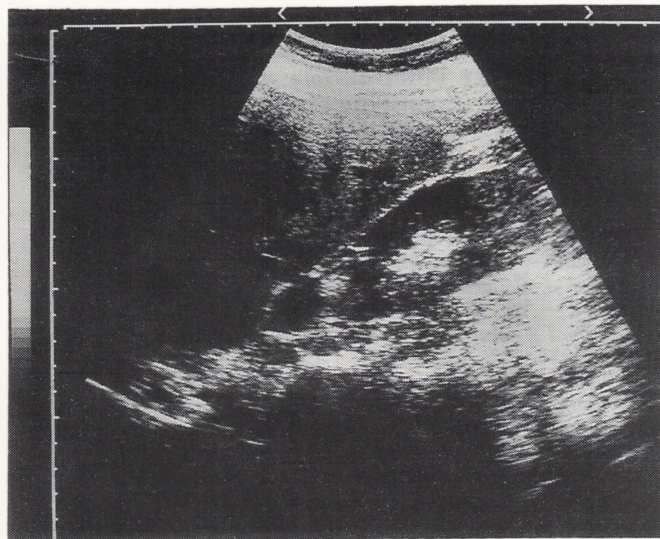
Эхотомограмма образования правого надпочечника.
